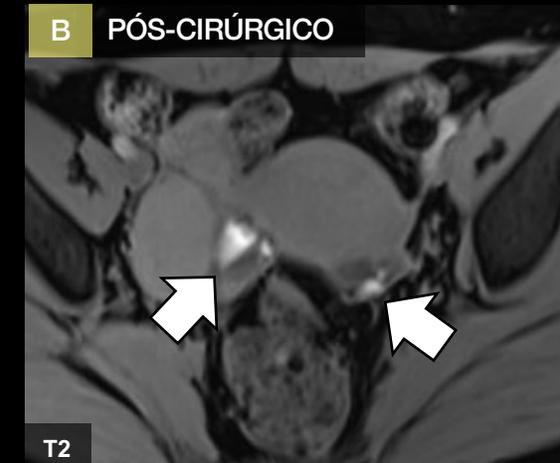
RM - pequenos endometriomas revestindo a margem posterior das respectivas cápsulas ovarianas.
